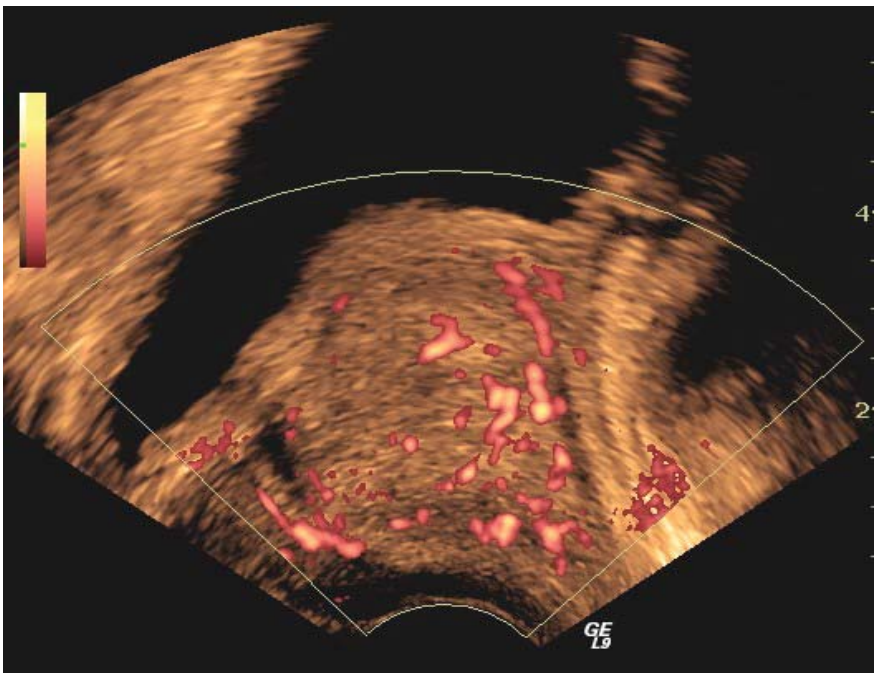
Imagen con Angio-Doppler en prostatitis aguda
